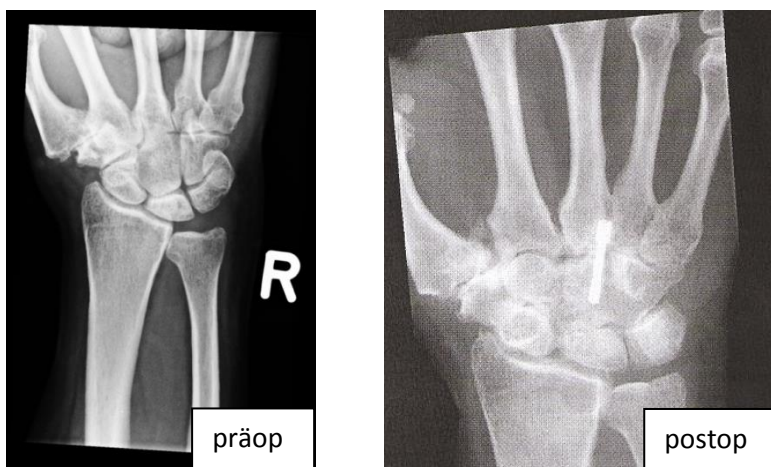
Röntgenverlauf Capitatumverkürzung (Arthrosegradzunahme) (I.V. \*21.04.1943)
